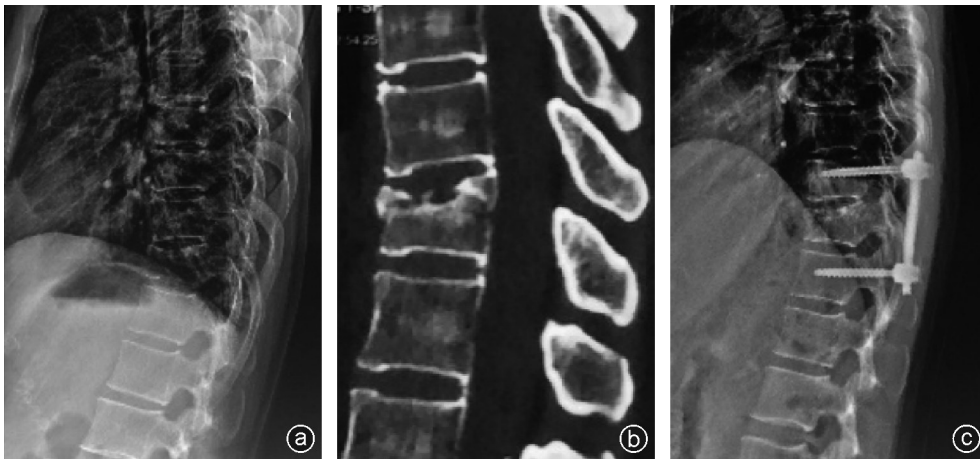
病人,女,61岁,因外伤后腰背部疼痛2 d就诊,行微创经皮复位内固定术治疗 a:术前X线片可见T<sub>11</sub>椎体高度丢失,上终板塌陷显著;b:术前CT示T<sub>11</sub>椎体上终板骨折塌陷,前缘可见游离小骨块,椎体后壁受累;c:术后X线片示T<sub>11</sub>椎体上终板塌陷复位,椎体高度有所恢复
